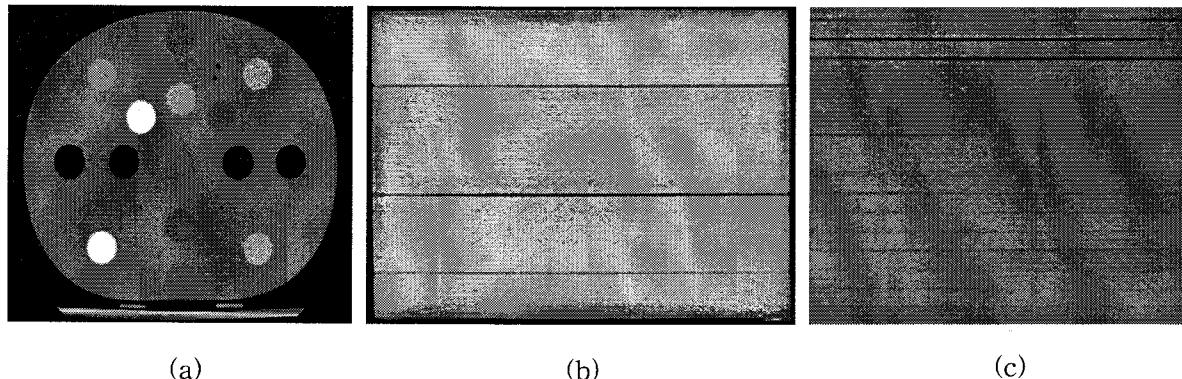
물과 고체팬톰간의 CT영상 비교 (a) CT 영상 교정용 물 팬톰
